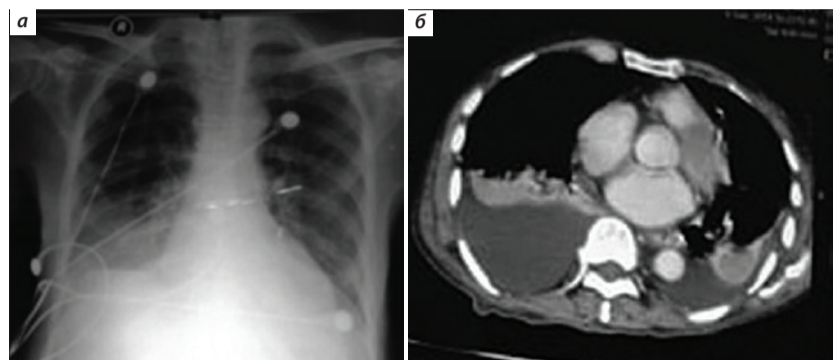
Рентгенография (а) и компьютерная томография (б) органов грудной клетки: билатеральный плевральный выпот, более выраженный справа
